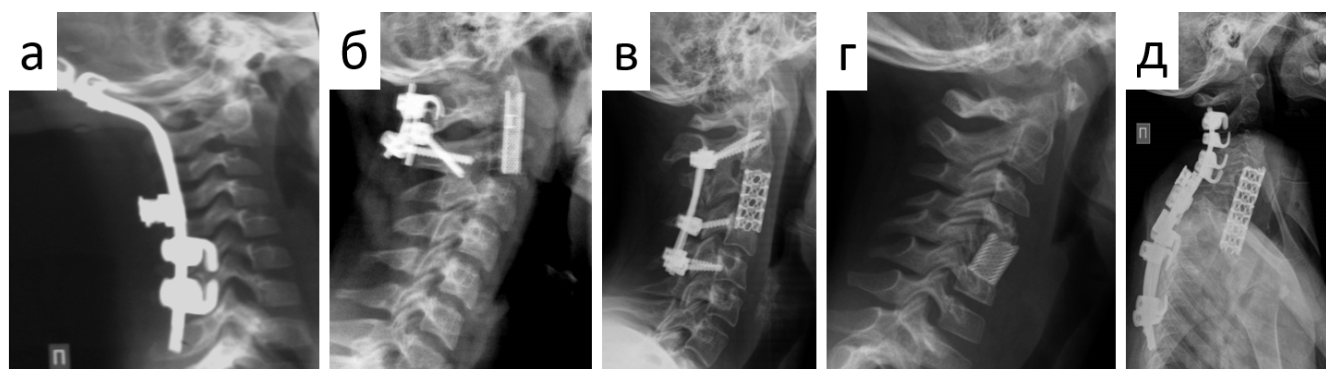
Боковые рентгенограммы шейного отдела позвоночника с вариантами реконструкции (а – передний окципитоспондилодез C0-C2 аллотрансплантатом, ЗИФ C0-C7; б – передний спондилодез C1-C2 блок-решеткой из пористого титана с аутогрансплантатом, ЗИФ C1-C2; в – передний спондилодез C2-C4 блок-решеткой с аутогрансплантатом, ЗИФ C2-C5; г – передний спондилодез C4-C6 блок-решеткой из пористого титана с ауто-грансплантатом; д – передний спондилодез C4-Th3 блок-решеткой с аутогрансплантатом, ЗИФ C2-Th6). Аббревиатура: ЗИФ – задняя инструментальная фиксация
